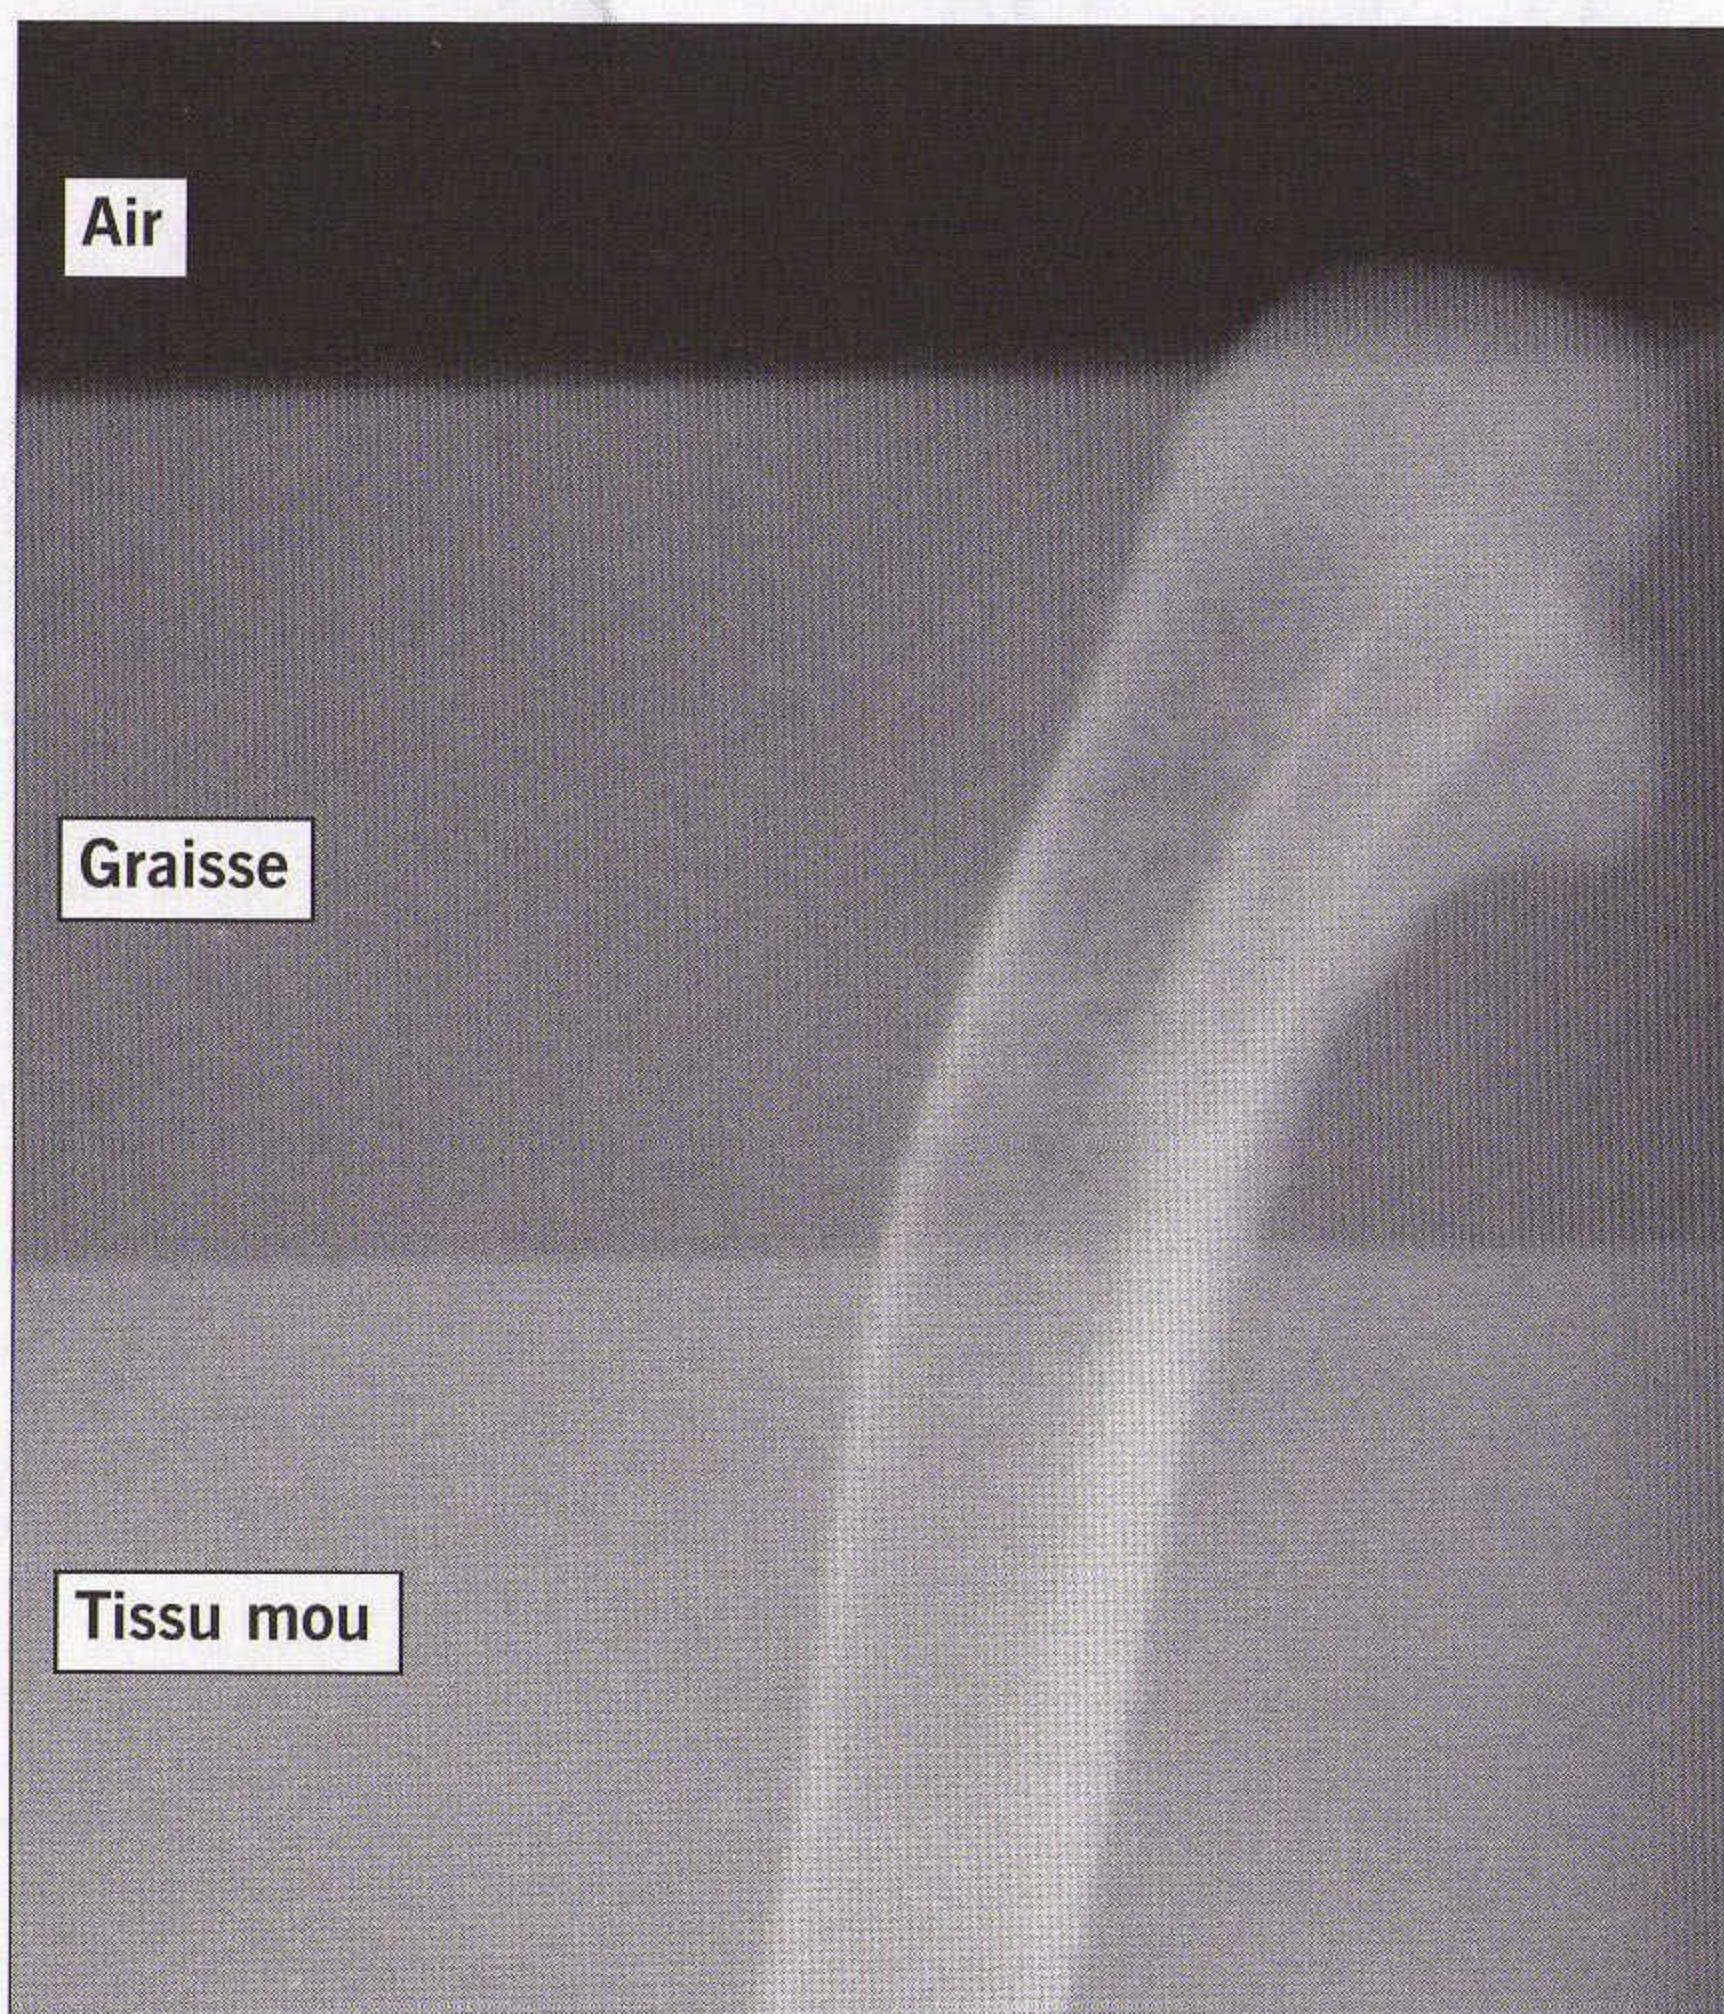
Les tissus absorbent les rayons X de manière différente. Dans cette radiographie d'une patte de poulet (os) partiellement recouverte d'une couche d'huile végétale (graisse) flottant sur de l'eau (tissu mou), noter les différences de noircissement du film radiographique.
